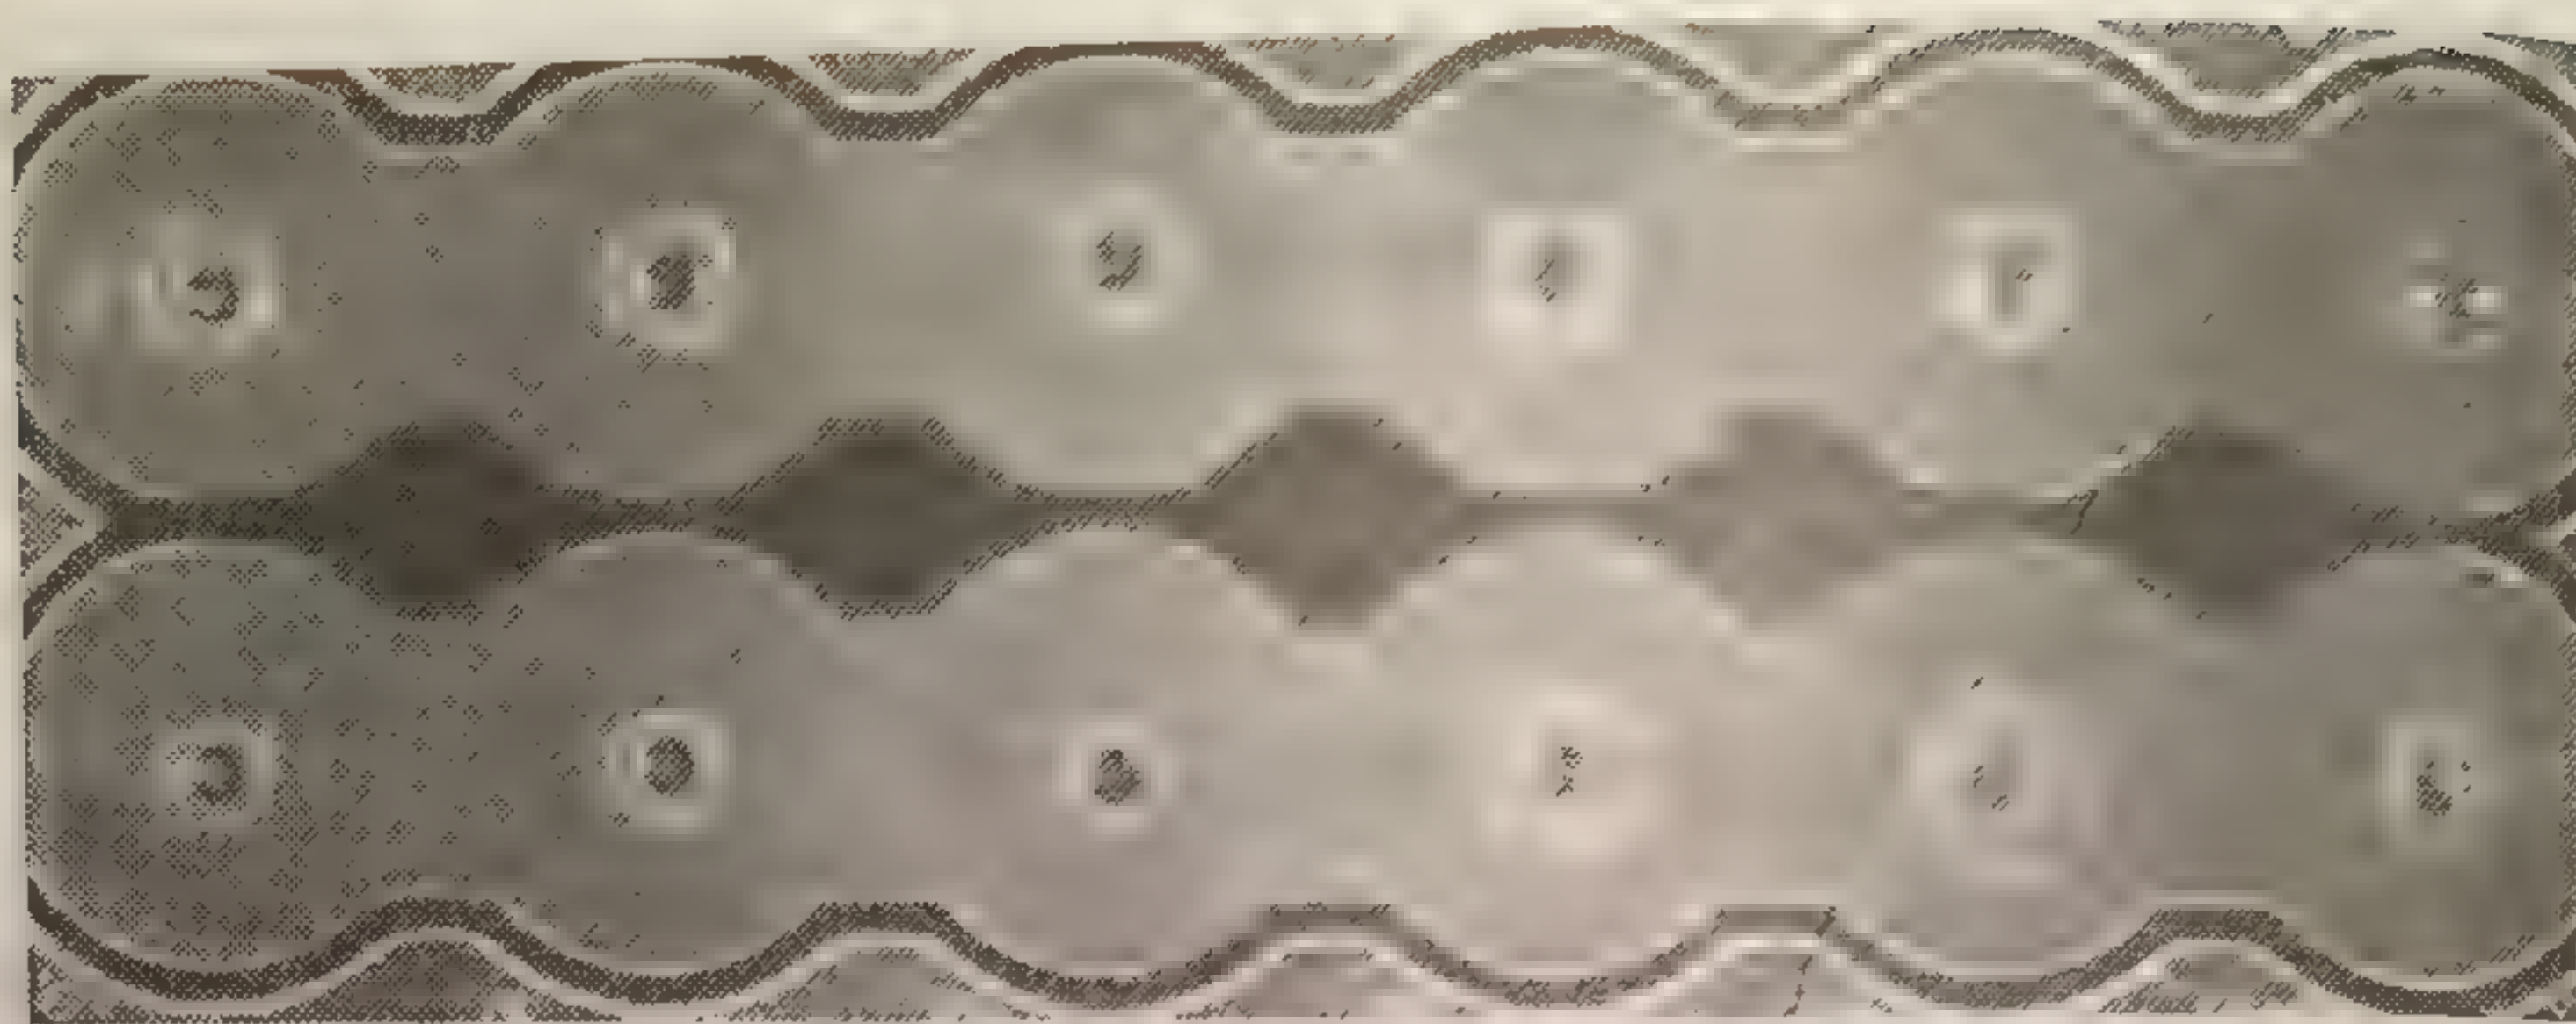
Количественное содержание IgM в сыворотке больных с хроническими заболеваниями печени. Метод радиальной иммунодиффузии Манчини (здесь и далее на рис. 7, 8, 9 цифрами обозначены лунки в агаре).
